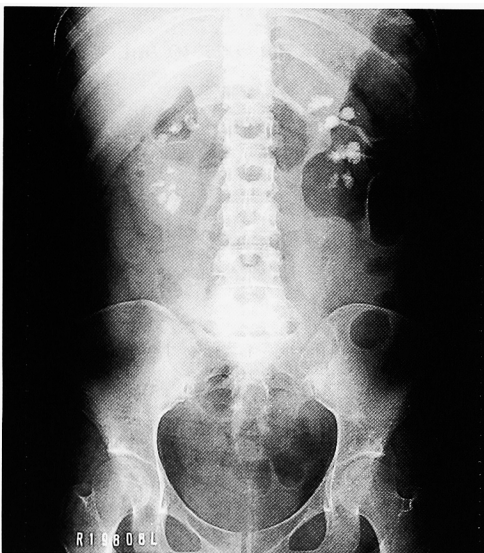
Radiograph (1996.10.4) showed multiple stones in bilateral kidneys 11 months after admission. Each stone was increased in size.
